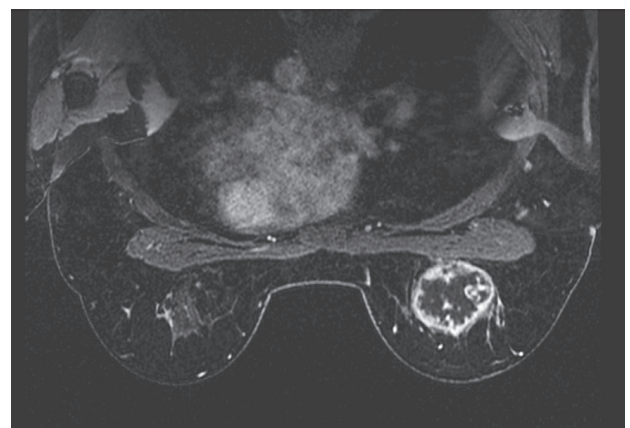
岩手医大での造影MRI画像。右乳房の腫瘍は辺縁部がリング状にenhanceされる。
